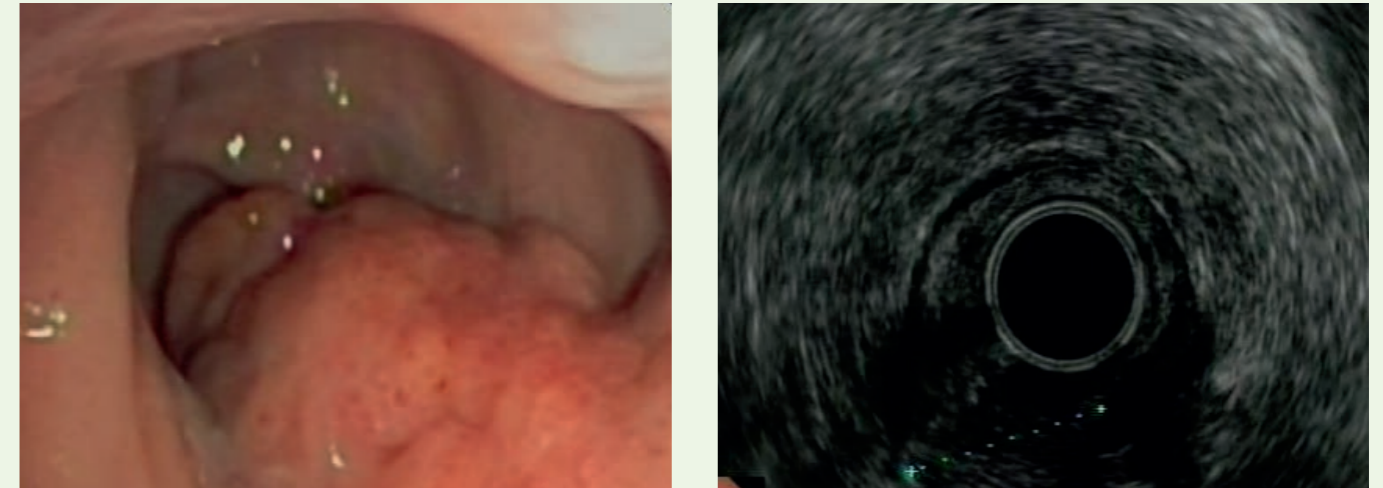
Rektale neuroendokrine Neoplasie, links endoskopisches Bild, rechts endosonographische Tiefenausdehnung und Messung.
